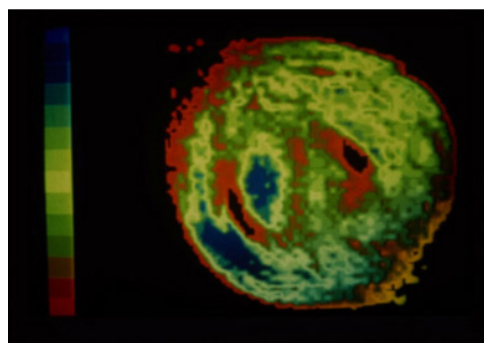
世界で最初の人体 MRI 画像 (大学院生の指の横断面) (Morris PG, *Biogr. Mem. Fell. R. Soc.* 70, 313-334 (2021))
